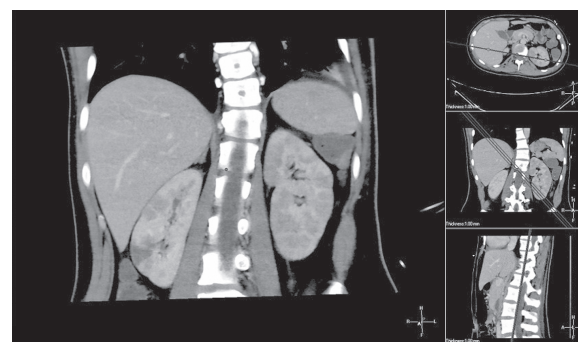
Компьютерная томограмма пациентки А., 16 лет. Инфаркт правой почки
